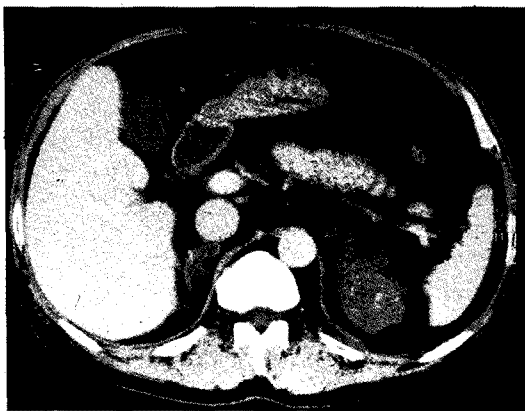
Abdominal CT shows left adrenal enlargement(over 7\*7 cm) and right adrenal enlargement(about 2.5\*2.5cm) at the diagnosis of ACTH-independent bilateral macronodular adrenocortical hyperplasia.
